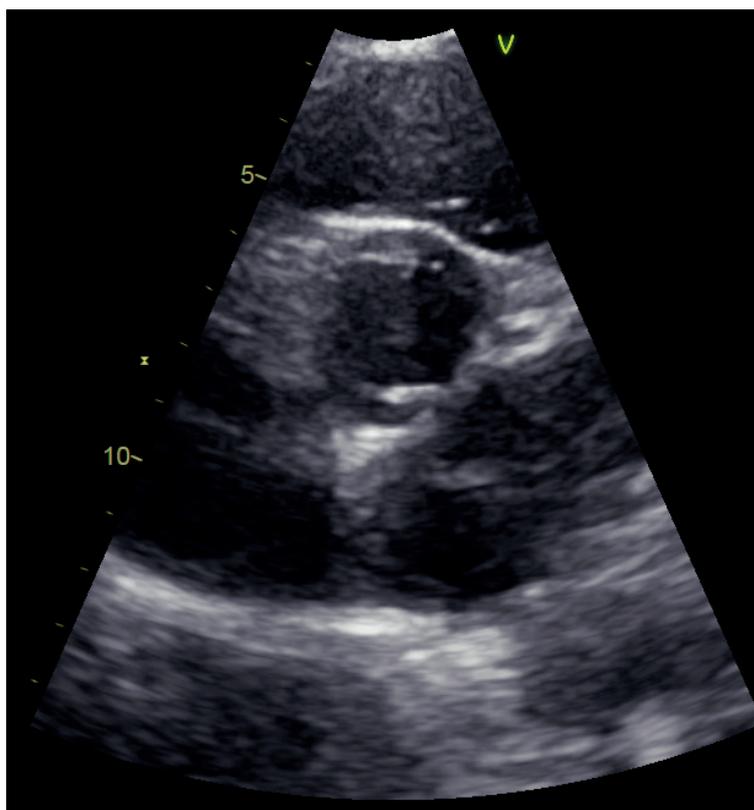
Ecocardiograma transtorácico ventana paraesternal eje corto que evidencia válvula aórtica bicúspide tipo 0 en disposición horizontal
